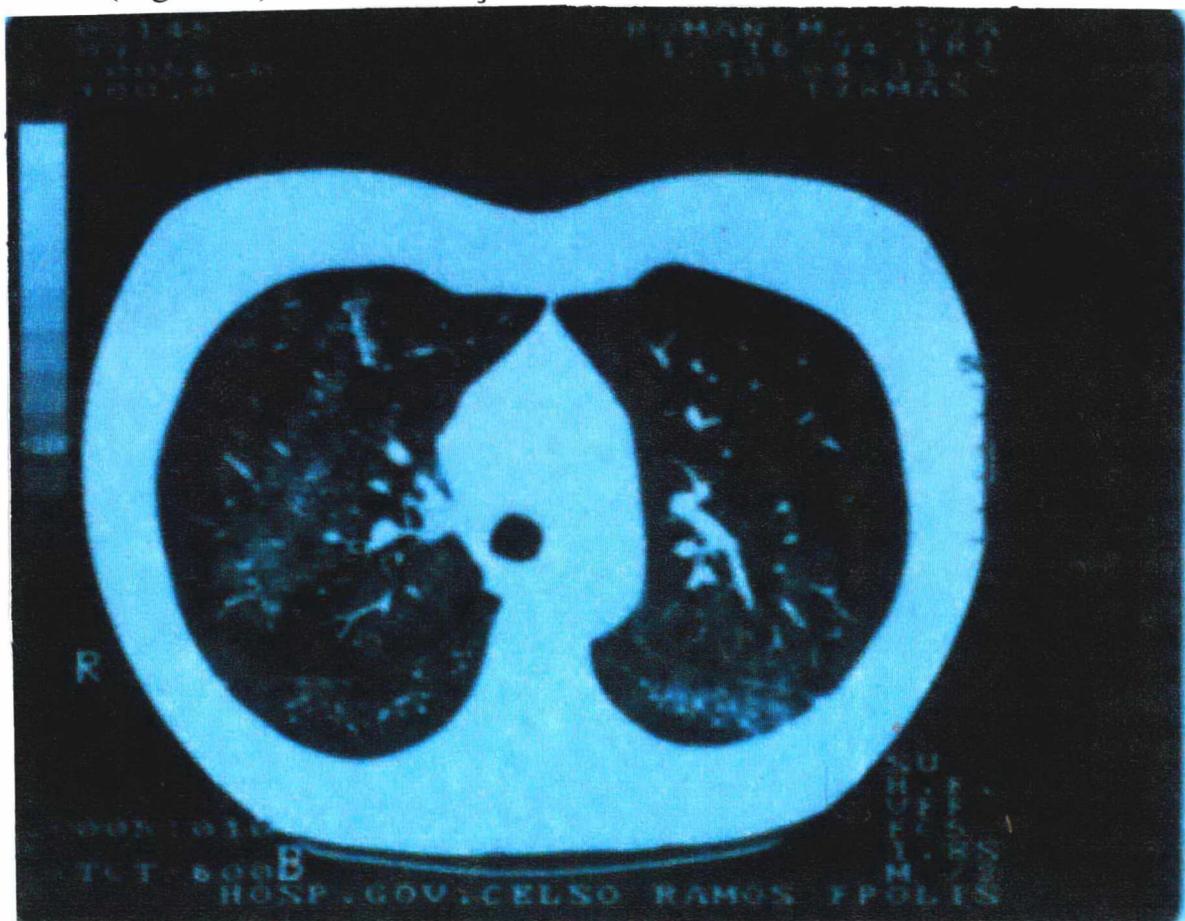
Imagem de TC de tórax mostrando infiltrado pulmonar difuso.
